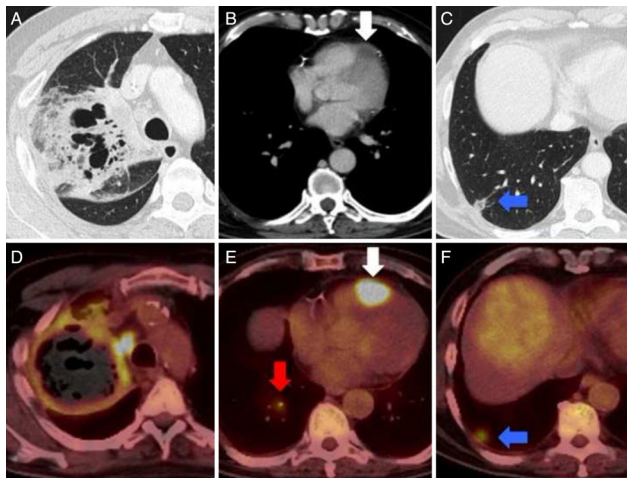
A-C) TC de tórax tras la administración de contraste yodado intravenoso en ventanas de pulmón (A y C) y de mediastino (B). D-F) PET/TC tras la administración de ¹⁸F-FDG. Masa lobar superior derecha con amplias zonas de necrosis y cavitación (A) que mostraba elevado metabolismo glucídico en su periferia (D). Lesión en ápex del ventrículo derecho (B y E, flecha) sugestiva de metástasis cardíaca. Imagen nodular de base periférica con centro aéreo en lóbulo inferior derecho (C, flecha) sugestiva de infarto pulmonar. En la exploración PET/TC, esta lesión mostraba metabolismo (F, flecha) y se evidenciaba un émbolo arterial hipermetabólico en la rama aferente de dicho segmento (E, flecha gris) compatible con un embolismo tumoral.
